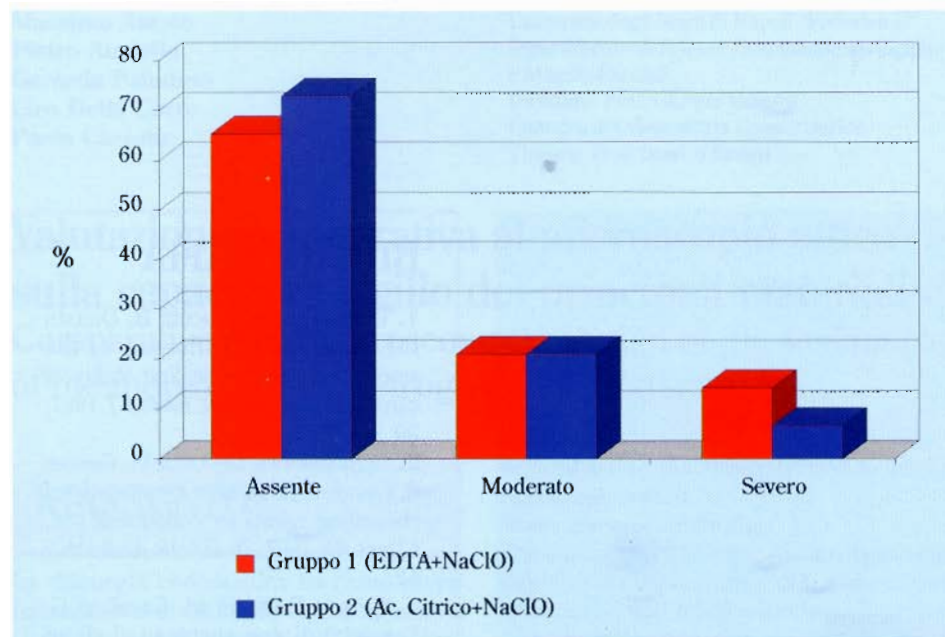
Entità del dolore periapicale 24 ore dopo il trattamento endodontico.
